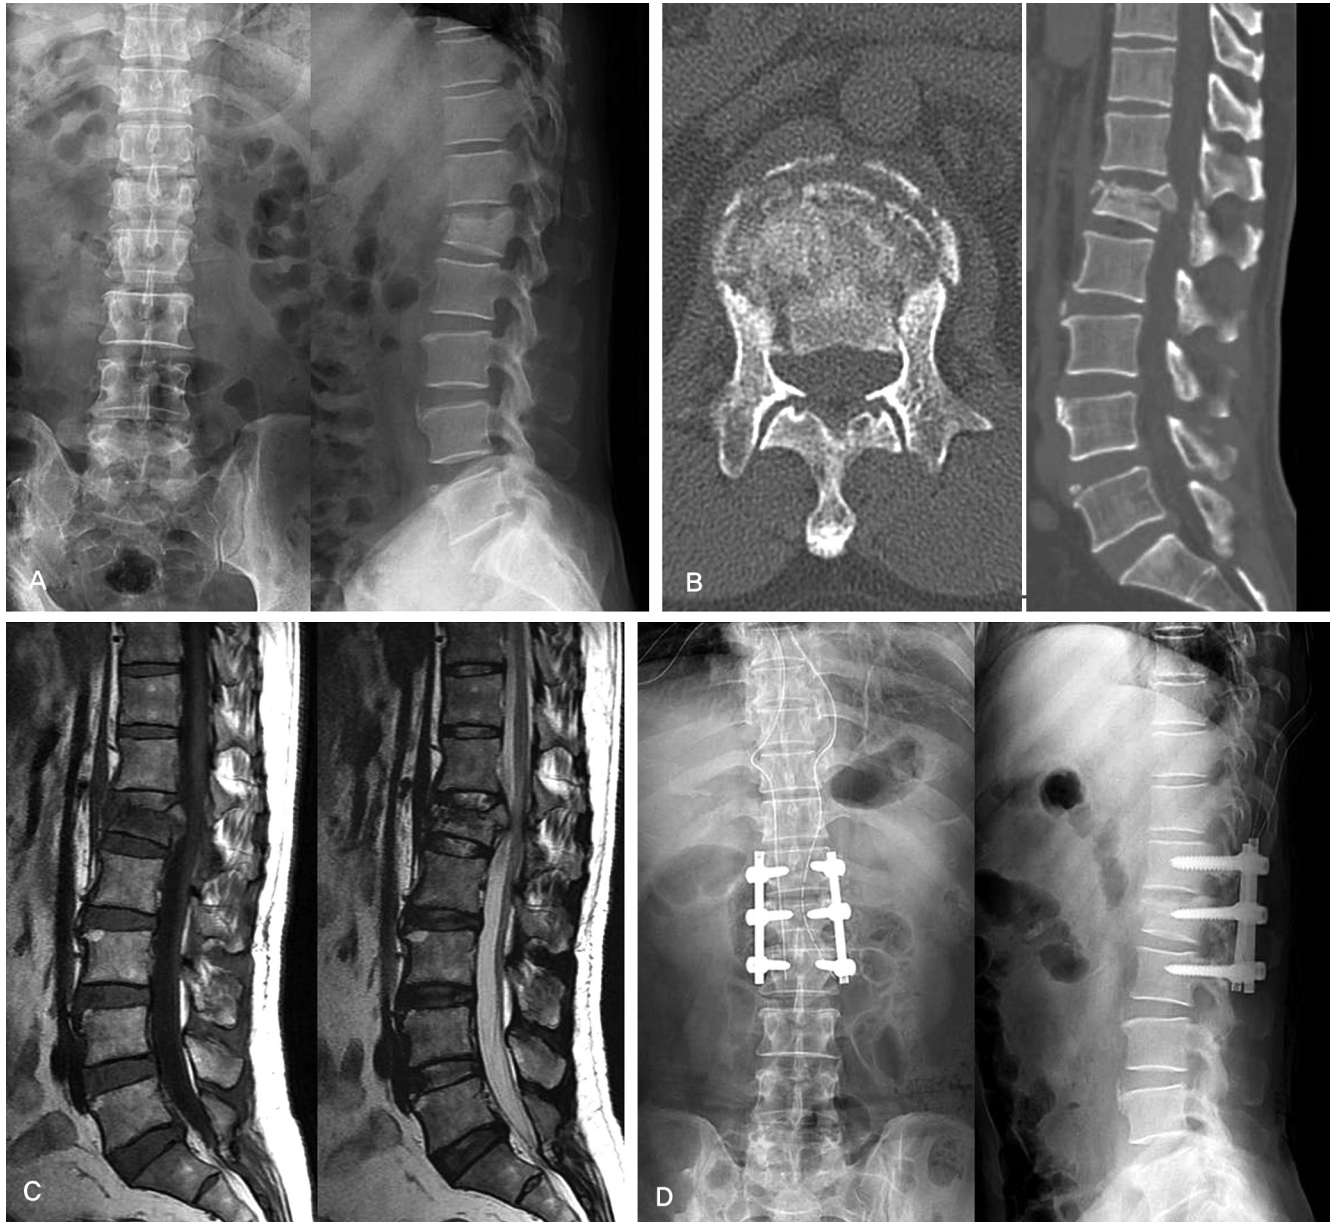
A 42-year-old male with back pain (A) Preoperative X-ray (B) Preoperative CT (C) Preoperative MRI with T1 and T2 sagittal view (D) Postoperative X-ray showing open reduction with instrumented PLF. In McAfee classification, it was unstable bursting fracture. In TLICS classification, burst fracture was 2 point, but posterior ligament complex and neurologic state were intact. Total score was 2 point. But, the patient was treated with surgery due to multiple trauma and early rehabilitation.
